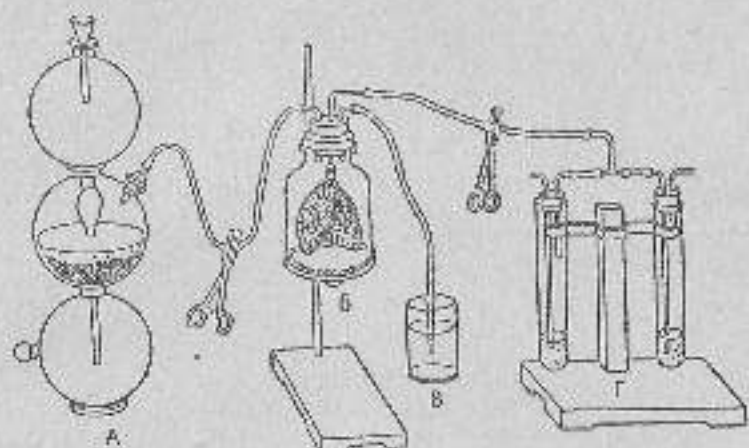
Установка для наблюдения диффузии углекислого газа через легкие
